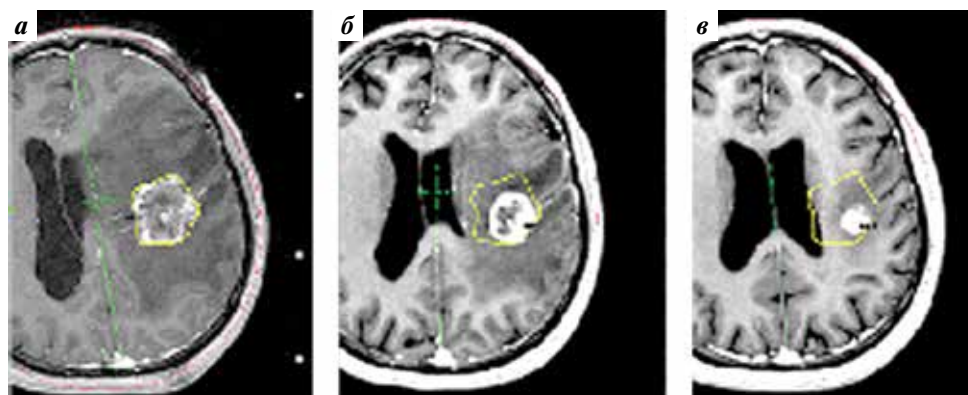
Динамика уменьшения размеров опухоли и дислокации срединных структур после 1-го сеанса СтРХ: а — МРТ на момент первого сеанса СтРХ (объем опухоли 12,9 см³, смещение — 15 мм); б — МРТ-контроль через 2 нед (уменьшение опухоли до 8,2 см³, дислокации — до 7 мм, снижение перифокального отека); в — МРТ-контроль через 4 нед (уменьшение опухоли до 3,6 см³, минимальный перифокальный отек, регресс дислокации)
